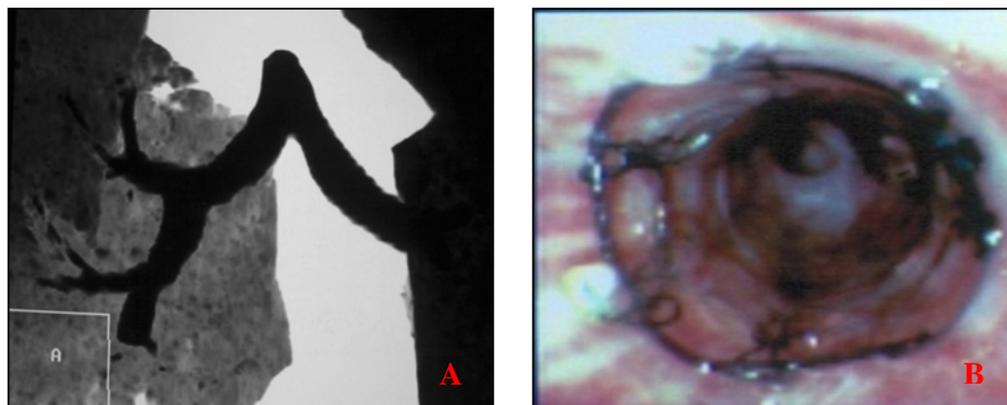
A.- TC con reconstrucción. Se observa la corrección de la estenosis mediante la prótesis endobronquial. B. Visión endoscópica de stent endoluminal
